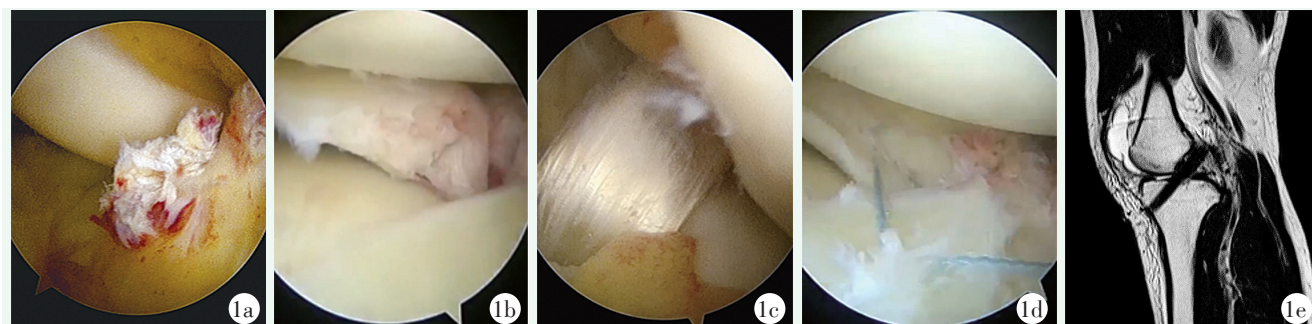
患者, 男, 43 岁 1a: 术中明确 ACL 断裂 1b: 术中明确外侧半月板放射状裂 1c: 重建 ACL 1d: 缝合外侧半月板 1e: 末次随访时 MRI 显示前交叉韧带完整
